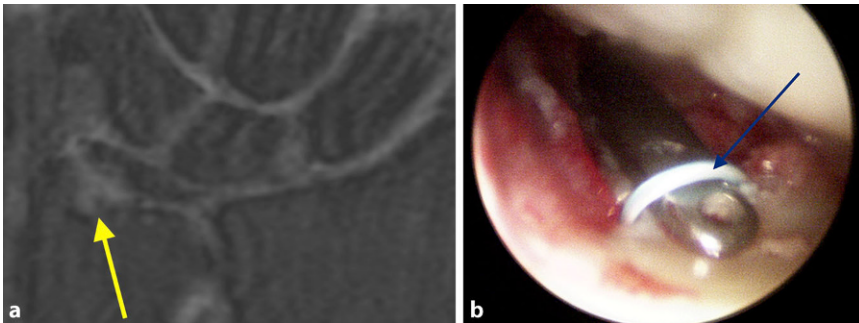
▲ Ulnobasale Ruptur des Discus triangularis. a Darstellung in der Magnetresonanztomographie (MRT). b Intraoperativ arthroskopische basale Refixation des Discus triangularis. Erkennbar ein von ulnar eingebrachtes Zielinstrument und darüber ziehendes Nahtmaterial (Pfeil), welches nach Entfernen des Zielinstruments gestrafft wird, um den Diskus wieder proximal-basal zu fixieren
